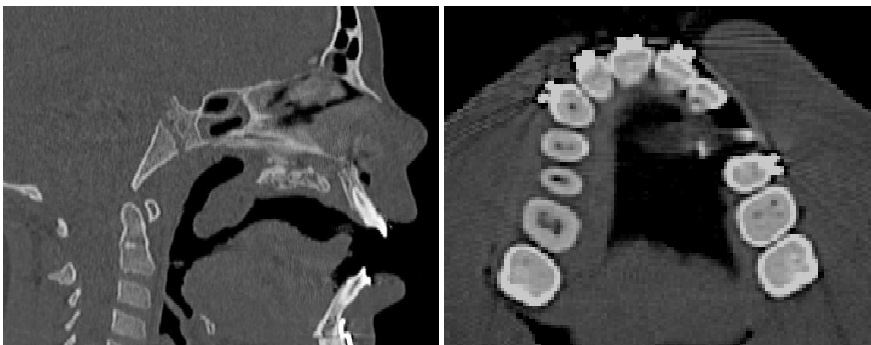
Знімки комп'ютерної томографії пацієнта
